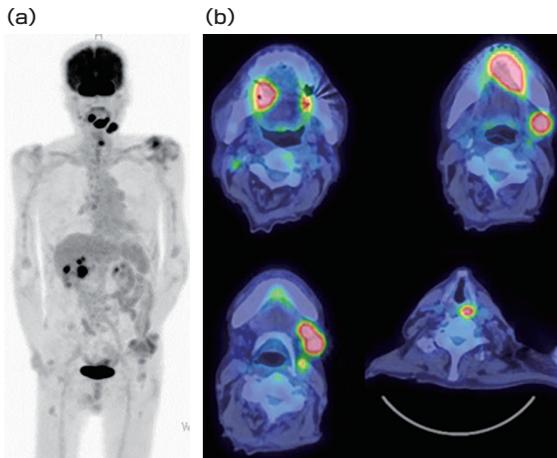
FDG-PET/CT (a)MIP像，頭頸部に3カ所異常集積を認める。
